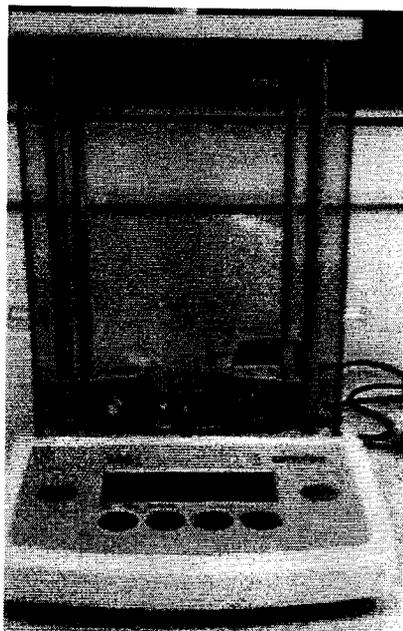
Balance analytique. Figure N°24 : Bain ultrason.
